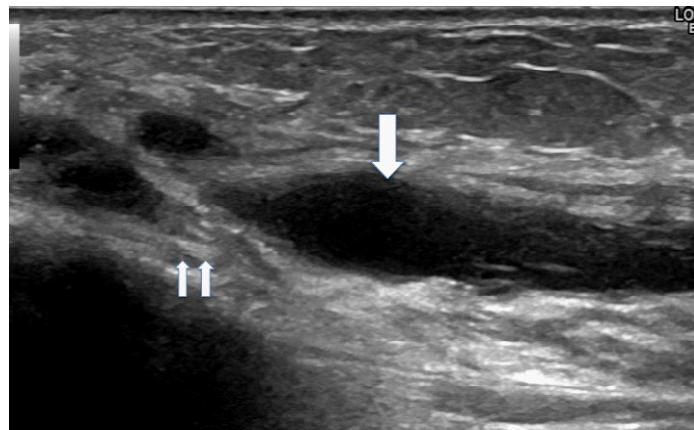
肘関節近位内側で尺骨神経部 (→→) に隣接する幅 1cm 程度の低エコーを呈する嚢腫様病変 (→) を認める。
